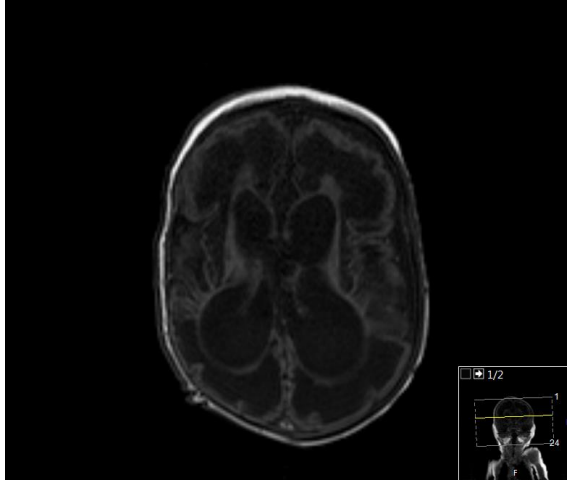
A, B, C, D, E, F Molibden kofaktör eksikliği tanısı alan bir hastada MRG bulguları. Ağır hipoksik iskemik etkilenmeye benzer kistik, vakuolize değişiklikler.
